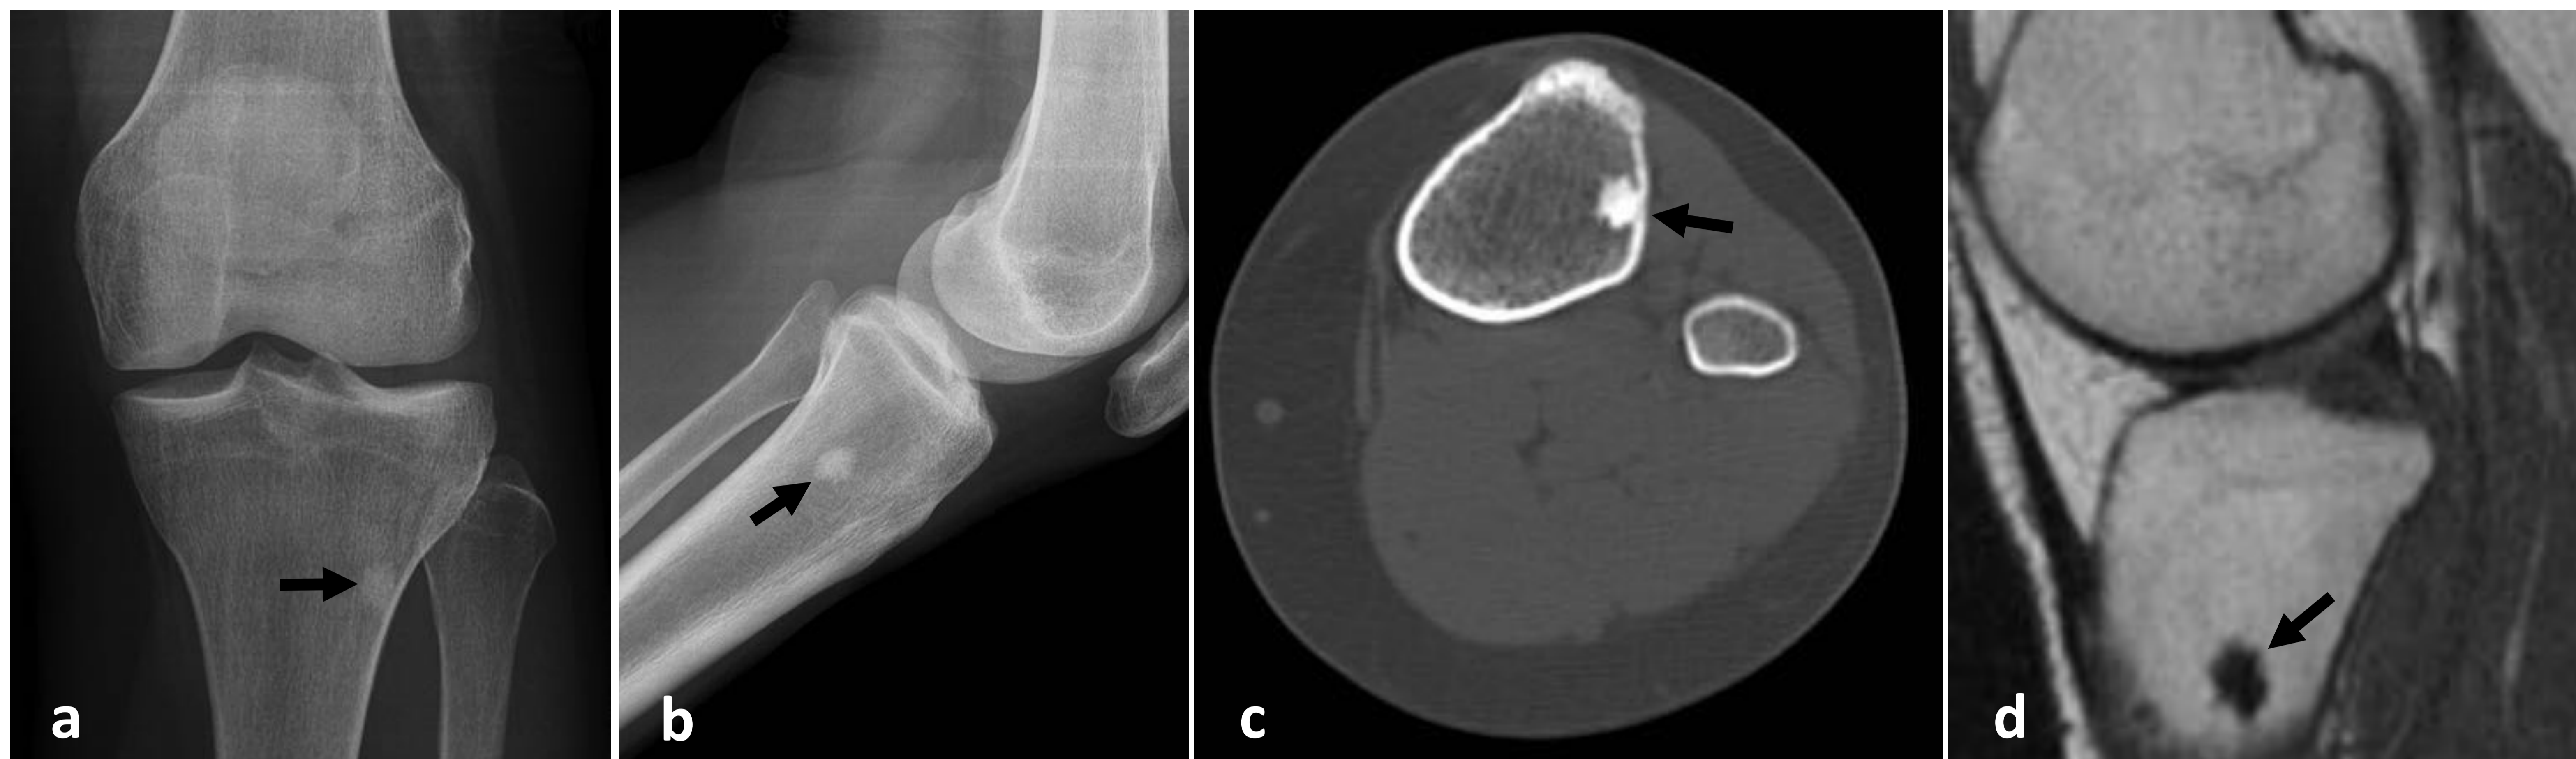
(a, b) RX de rodilla izquierda AP y lateral. (c) TC de rodilla, ventana de hueso, axial. (d) RM de rodilla, imagen potenciada en T1. Lesión esclerosa ovalada, de márgenes espiculados, en la vertiente medial de la tibial proximal (*flecha*). Imágenes cedidas por el Dr. Manuel Roiz.
